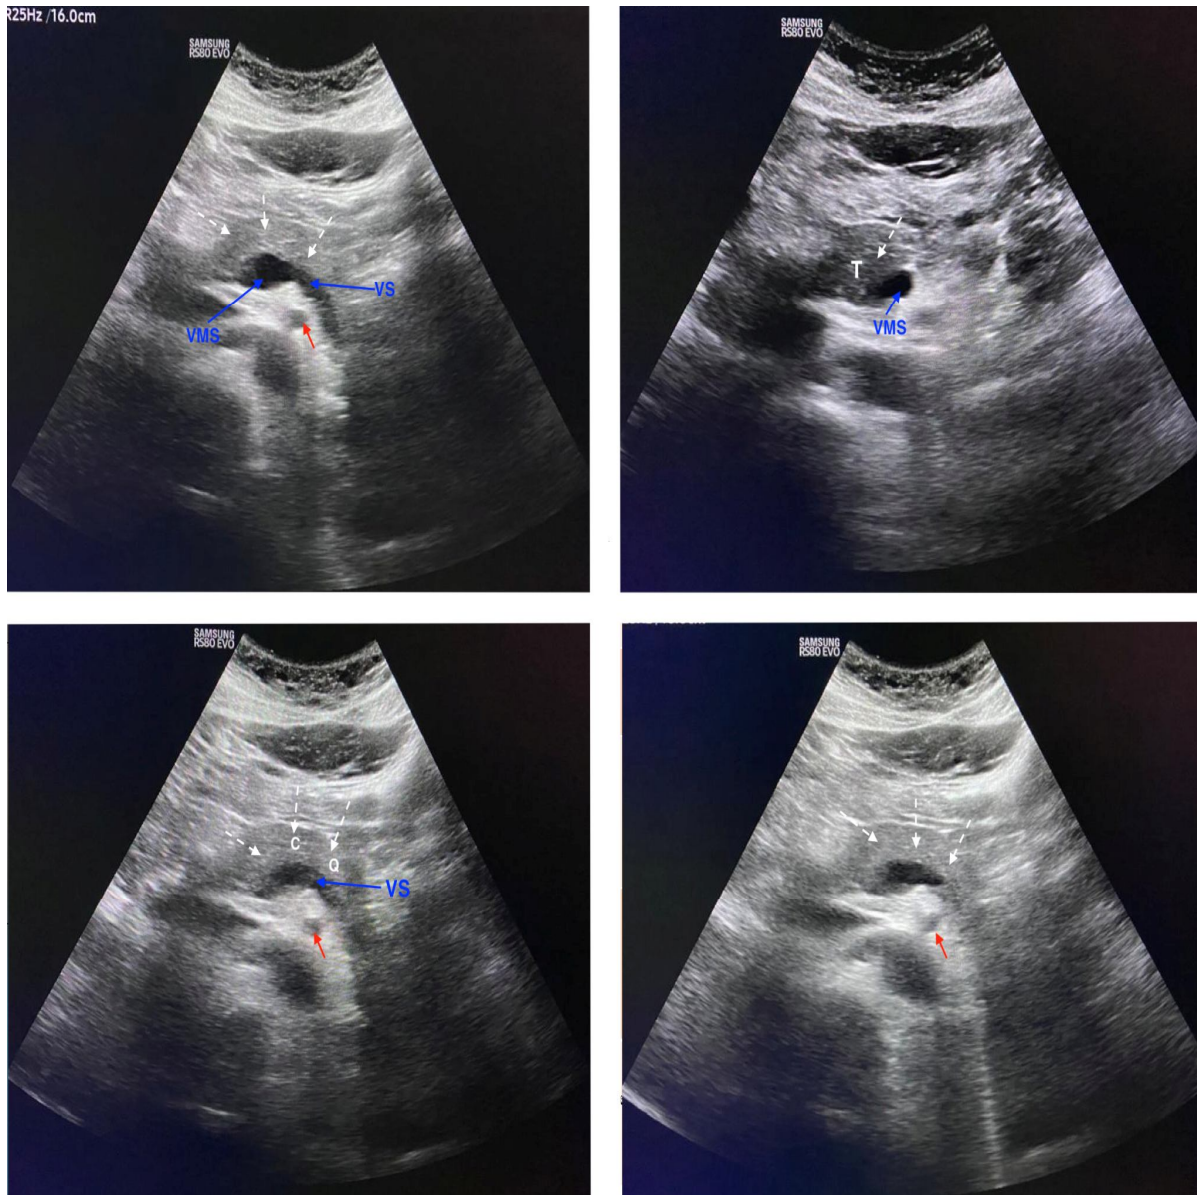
Coupes échographiques d'un pancréas normal repérable grâce à la veine splénique (VS) et la veine mésentérique supérieure (VMS)
